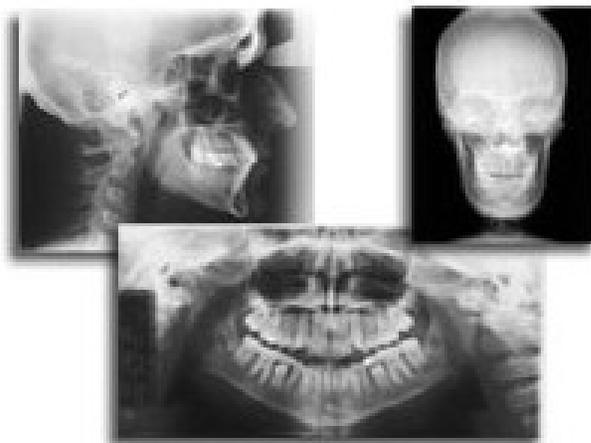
FOTOGRAFÍA DE RADIOGRAFÍAS. <http://www.radiologiavaldivia.com>
